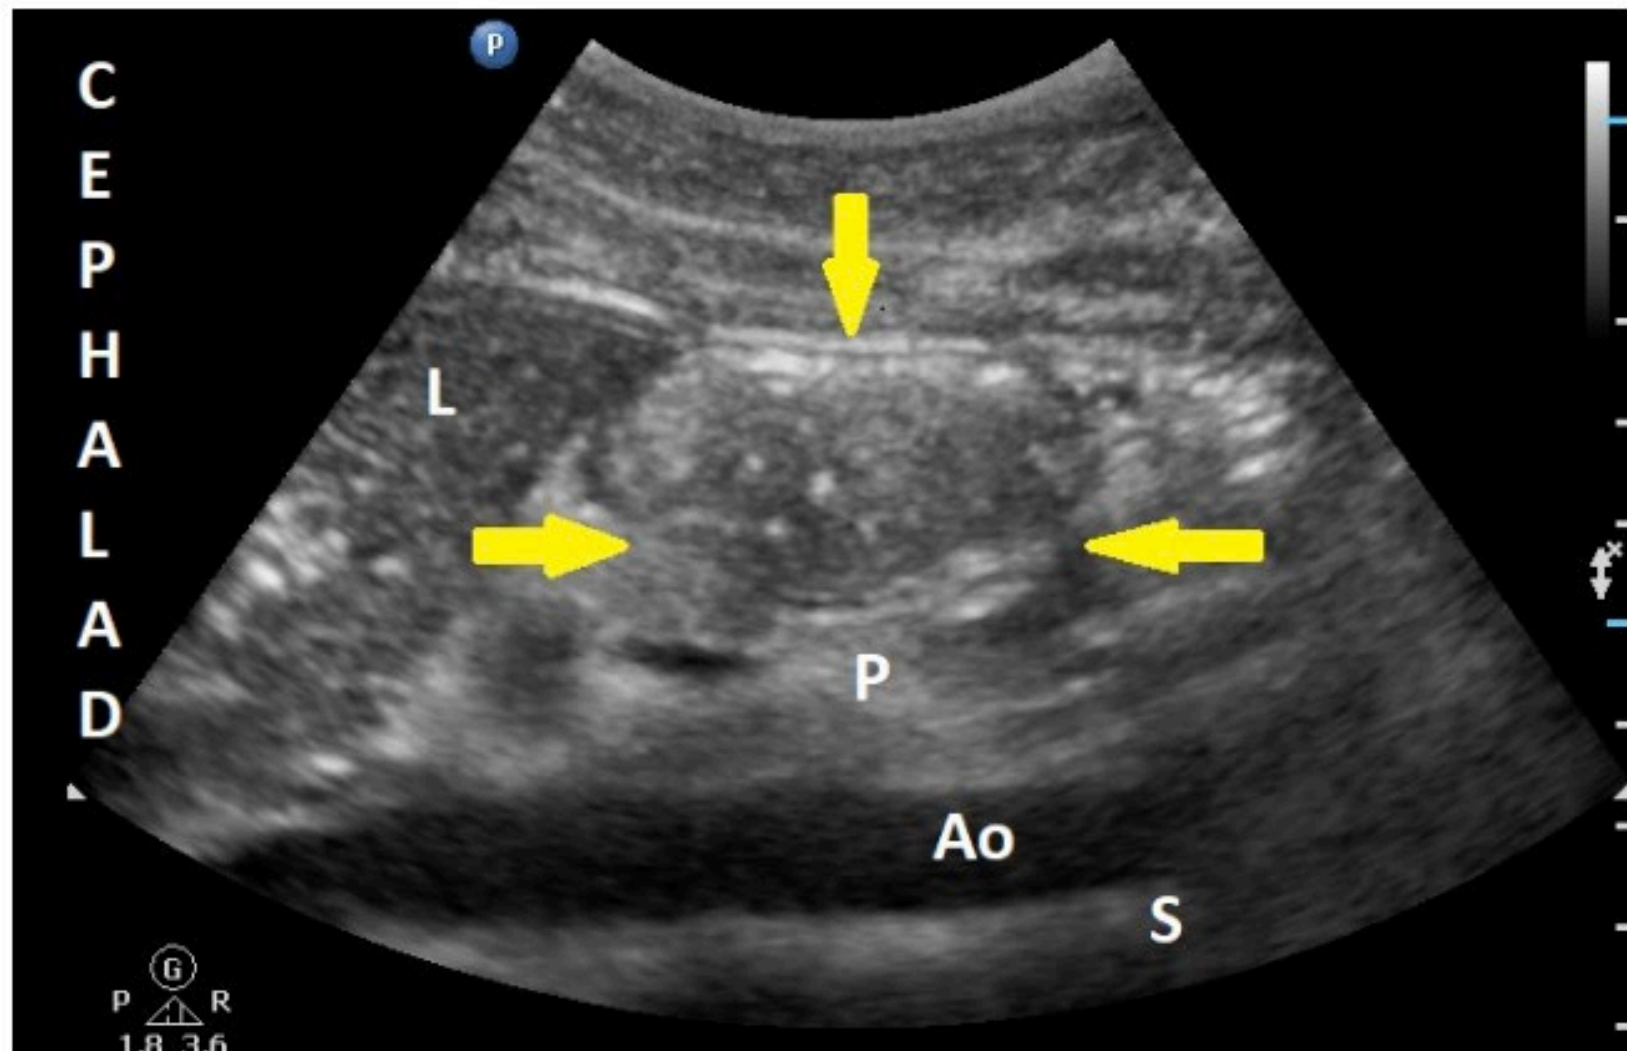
Sonographic image of the antrum with solid (hyperechoic) content
